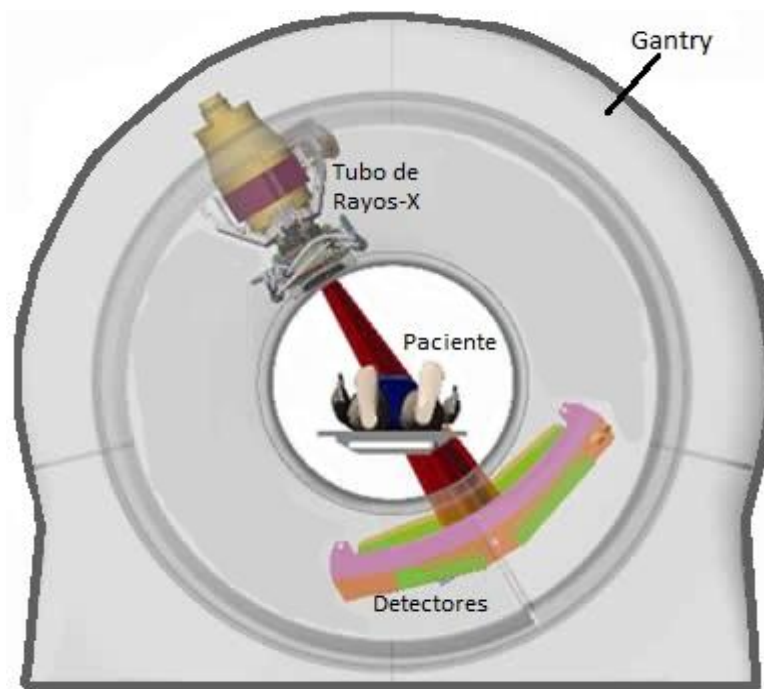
Partes básicas dentro del Gantry de un CT.
